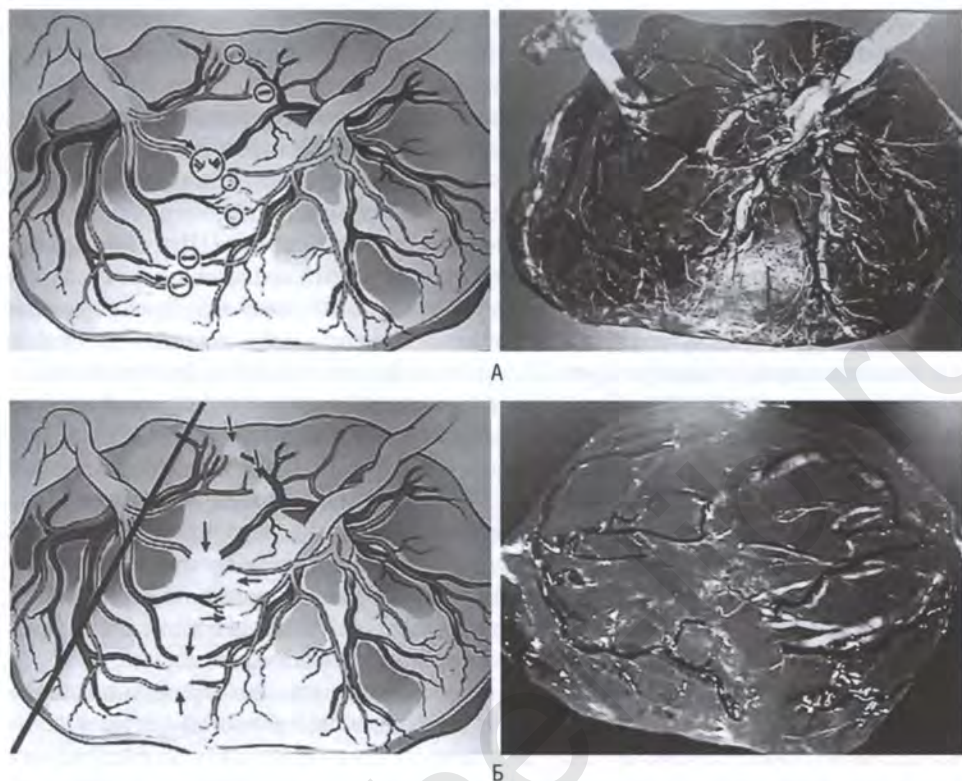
Лазерная коагуляция анастомозирующих сосудов плаценты при синдроме фето-фетальной гемотрансфузии: А — до коагуляции; Б — после коагуляции
